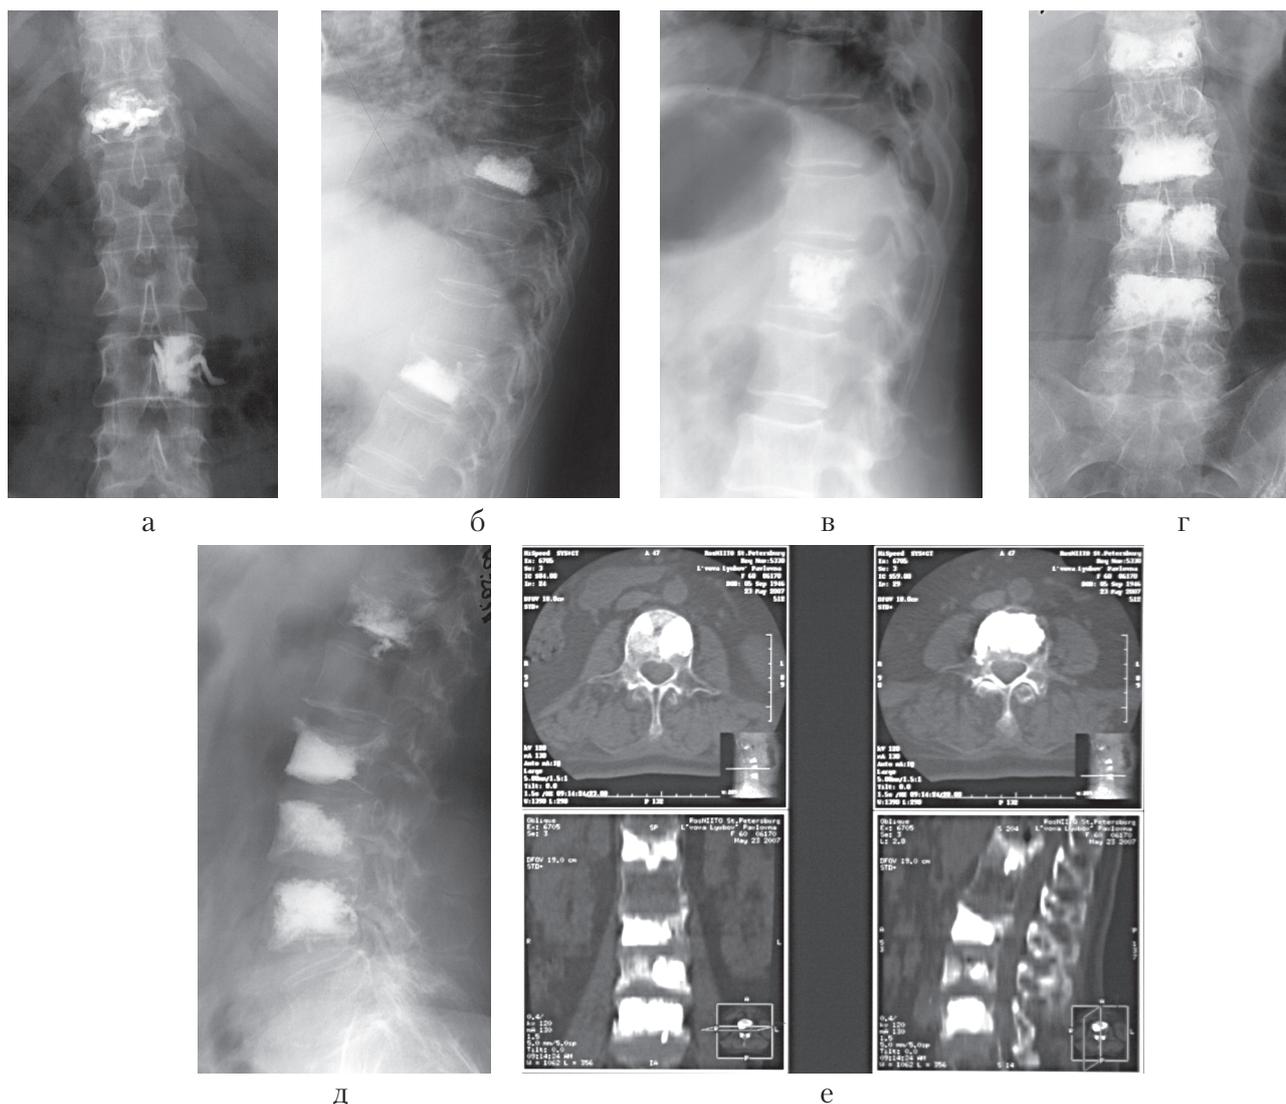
Многоуровневое введение костного цемента в тела позвонков: а – спондилограмма грудного и поясничного отделов позвоночника в переднезадней проекции; б – спондилограмма грудного отдела в боковой проекции; в – спондилограмма поясничного отдела в боковой проекции; г – спондилограмма в переднезадней проекции (вертебропластика на четырех уровнях); д – спондилограмма в боковой проекции (вертебропластика на четырех уровнях); е – компьютерная томография позвоночника после многоуровневой вертебропластики.
